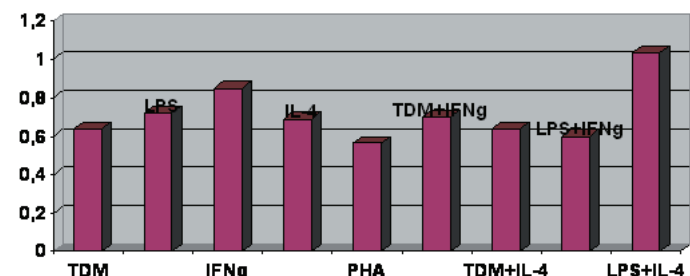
Уровень экспрессии гена *STAT1* при стимуляции TDM, LPS, IFNg, IL-4, PHA, TDM+IFNg, TDM+IL-4, LPS+IFNg, LPS+IL-4
